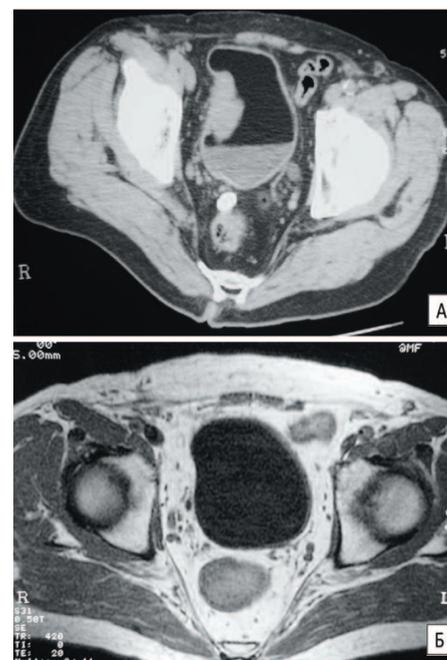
Результаты томографического исследования больного К., 72 лет, с диагнозом: РМП Т3bN0M0G3, до лечения (А) и после регионарной ПХТ (Б)
